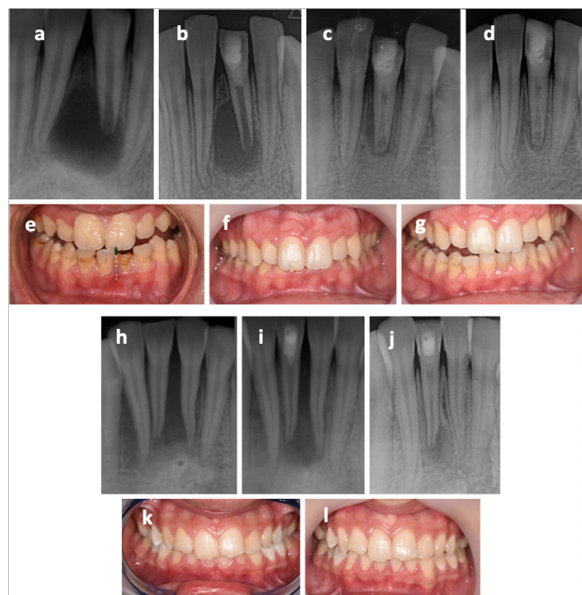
Images of Case 1/tooth number 31 (a-g) and Case 2/tooth number 41 (h-l). (a) The preoperative periapical radiograph of Case 1, (b) 6-month follow-up radiograph, (c) 12-month follow-up radiograph, (d) 3-year follow-up radiograph, (e) preoperative intraoral photograph of Case 1, (f, g) 3-year follow-up photographs. (h) The preoperative periapical radiograph of Case 2, (i) 6-month follow-up radiograph, (j) 3-year follow-up radiograph, (k) preoperative intraoral photograph of Case 2, (l) 3-year follow-up photograph.
